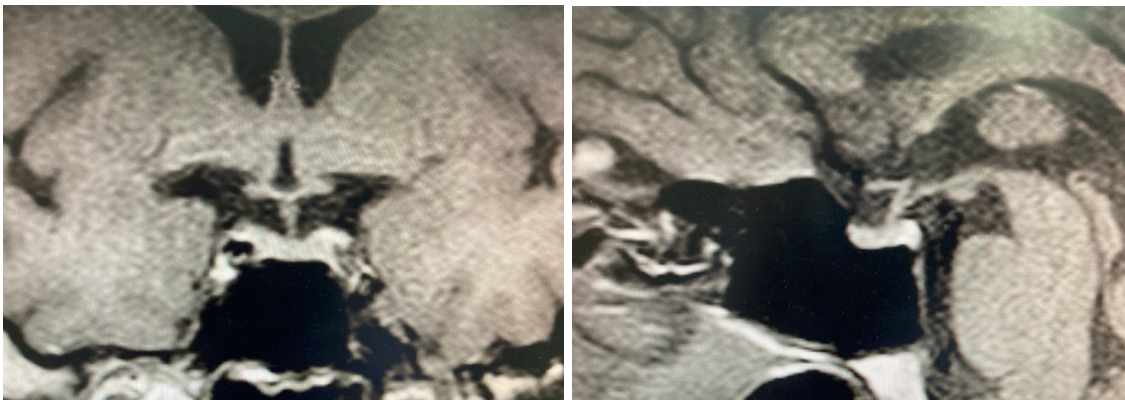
RM de sela túrcica do indivíduo II.4 com microadenoma hipofisário.
